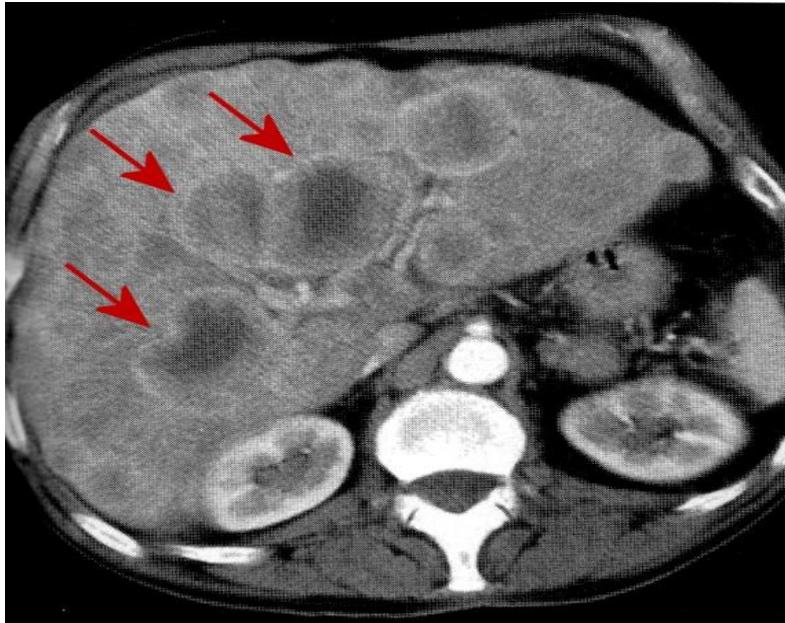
Exemple de métastases hépatiques visualisées au CT-scan
